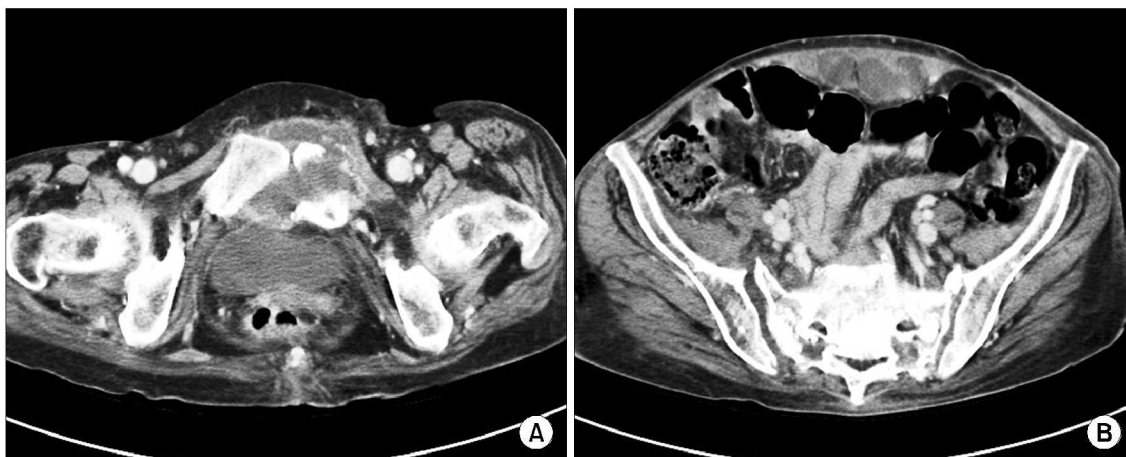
(A) Pelvis computed tomography scan shows fracture and dislocation in left inferior pubic ramus with hematoma. (B) Pelvis computed tomography scan shows upward extension of a mass with inhomogenous density in rectus sheath.
